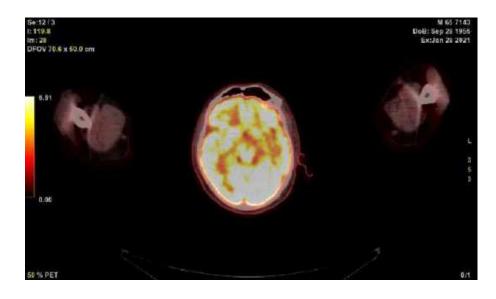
ПЭТ у пациента с ІІпЭф1 гипометаболизм лобных долей
